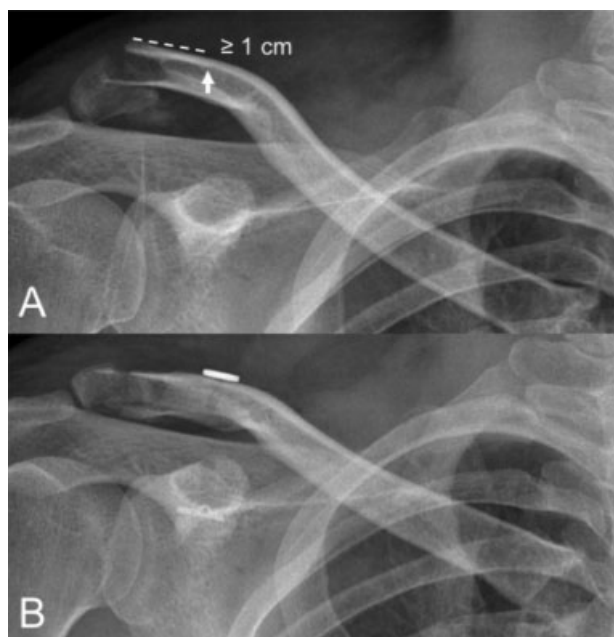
Radiografía anteroposterior de clavícula en paciente manejado con técnica mínimamente invasiva con botón cortical en fractura desplazada de clavícula distal. ((A) Radiografía preoperatoria con criterio "CSI." (B) Radiografía postoperatoria con botones corticales y reducción de la fractura).
